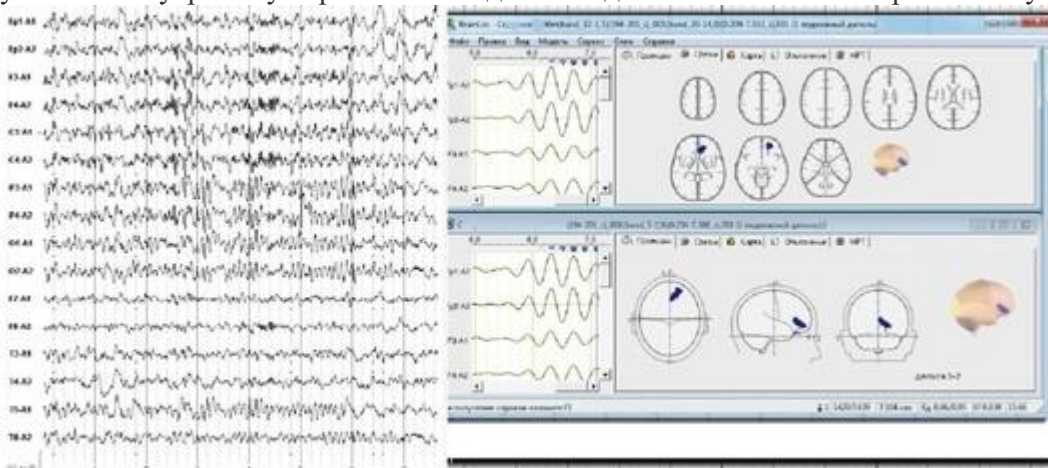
Мужчина, 36 лет. Неврологически здоров. Головные боли, утомляемость. Слева - электроэнцефалограмма, справа - локализация дипольных источников δ -активности в лобных отделах справа. На магнитно-резонансной томографии картина асимметрии A1-сегментов передних мозговых артерий и сужение просвета по обеим задним соединительным артериям. Снижение венозного оттока по правым поперечному и сигмовидному синусам и внутренней яремной вене
